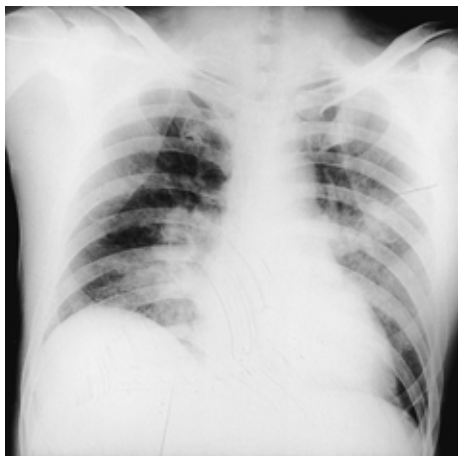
Chest X-ray film obtained on July 13, showing diffuse small nodules and consolidations in both lung fields and the elevation of the right diaphragm.
